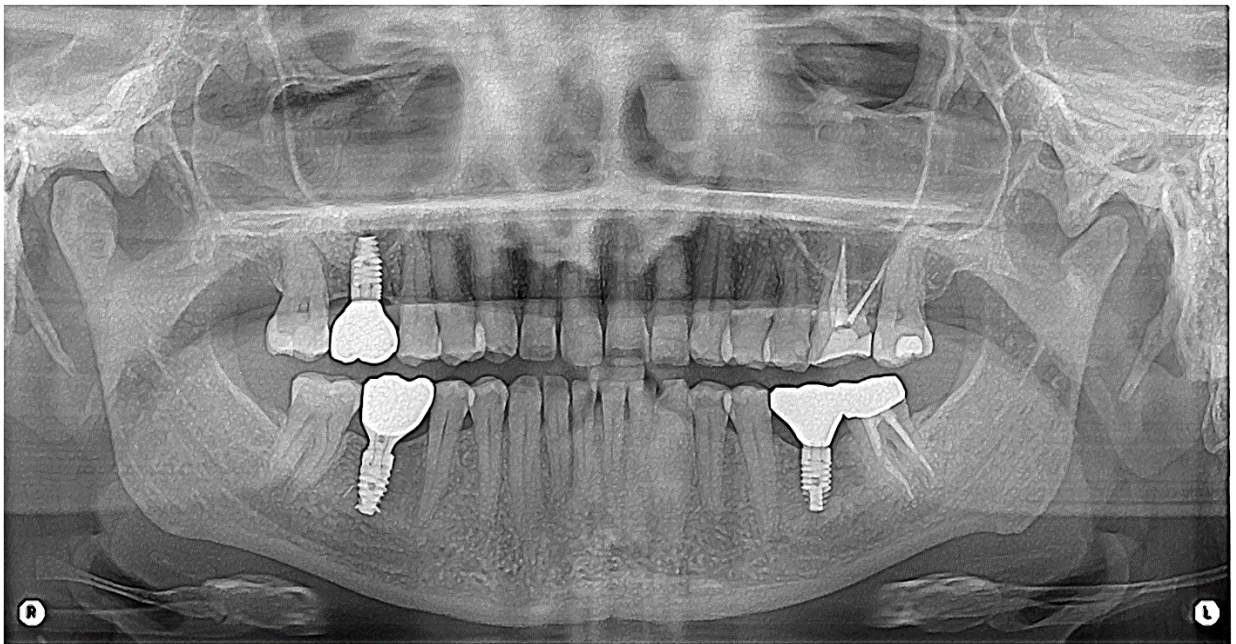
Ортопантомограмма пациентки Р
